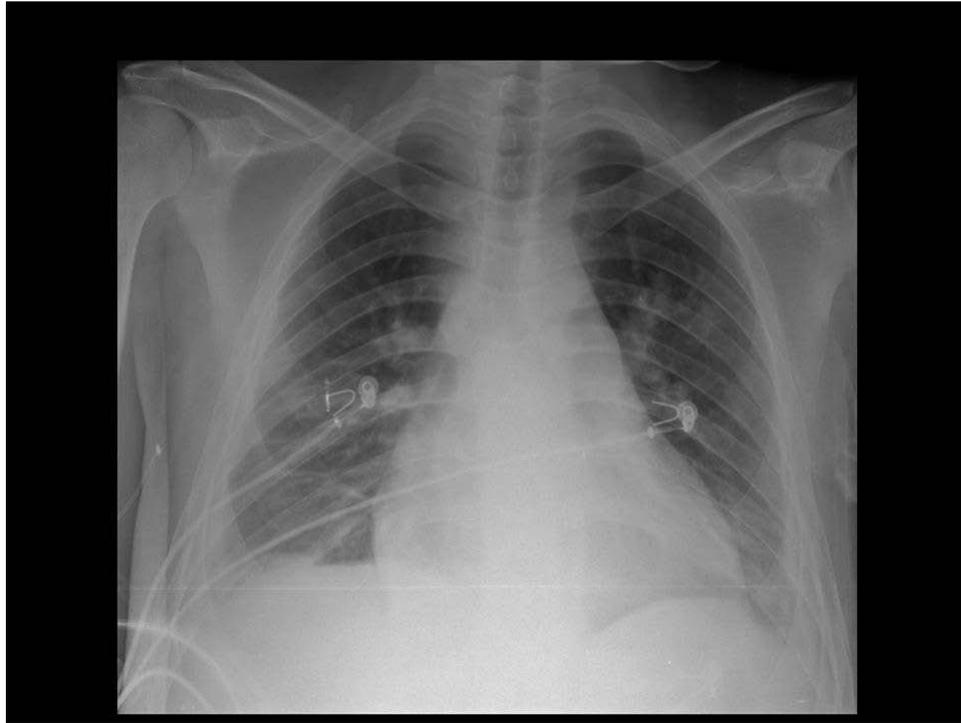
Radiografía de tórax con señales sugestivas de congestión pulmonar.
